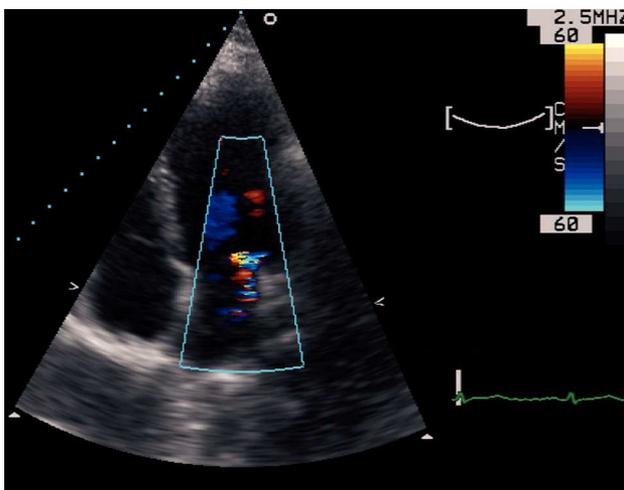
Proyección de cuatro cámaras de ecocardiograma transtorácico del seguimiento, donde se observa con Doppler color un chorro de insuficiencia mitral de grado ligero-moderado.
